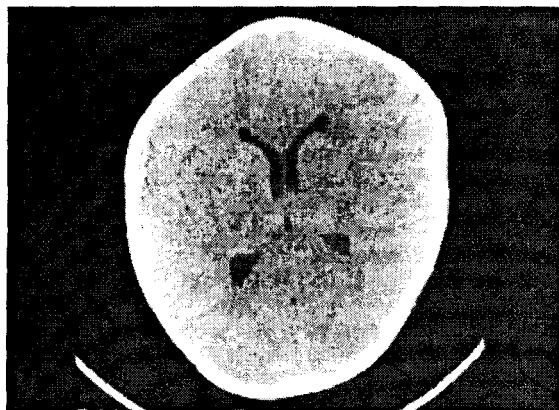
CT-scan: aspectul crano-encefalic într-un caz de craniostenoză – cu închiderea suturii metopice (se observă multiplele modificări osoase cu comprimarea structurilor nervoase).
